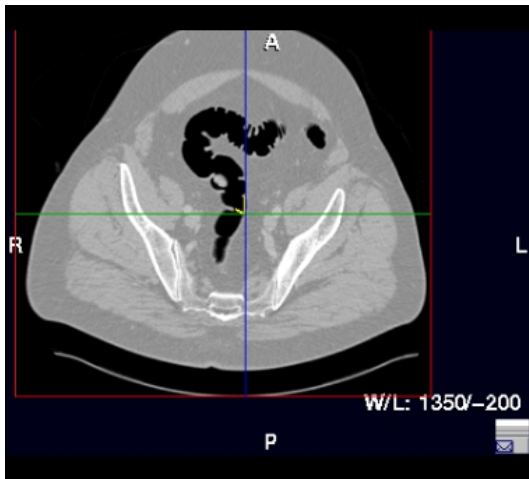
axiale computertomographische Darstellung des Polypen
